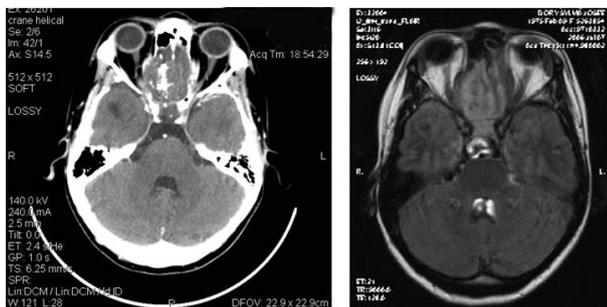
La lésion tumorale et son extension bien visibles au CT scan (7.07.2006; à gauche) où l'on notera l'absence de rehaussement après contraste et les calcifications intra-tumorales et à l'IRM (7.07.2006; à droite) en séquence flair-axiale.
